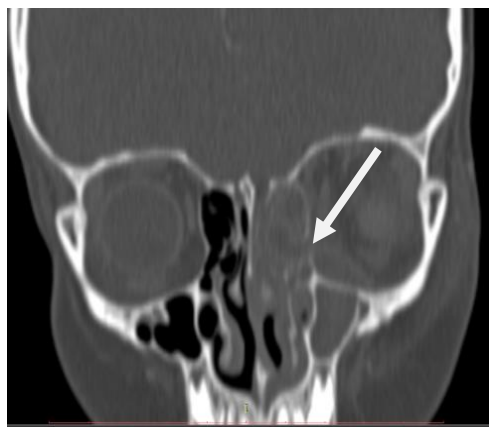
МСКТ от 19.03.2020г. в коронарной проекции в режиме костного фильтра. Снижение пневматизации клеток решетчатого лабиринта и ВЧП слева, признаки субпериостального абсцесса в левой орбите (стрелка).
